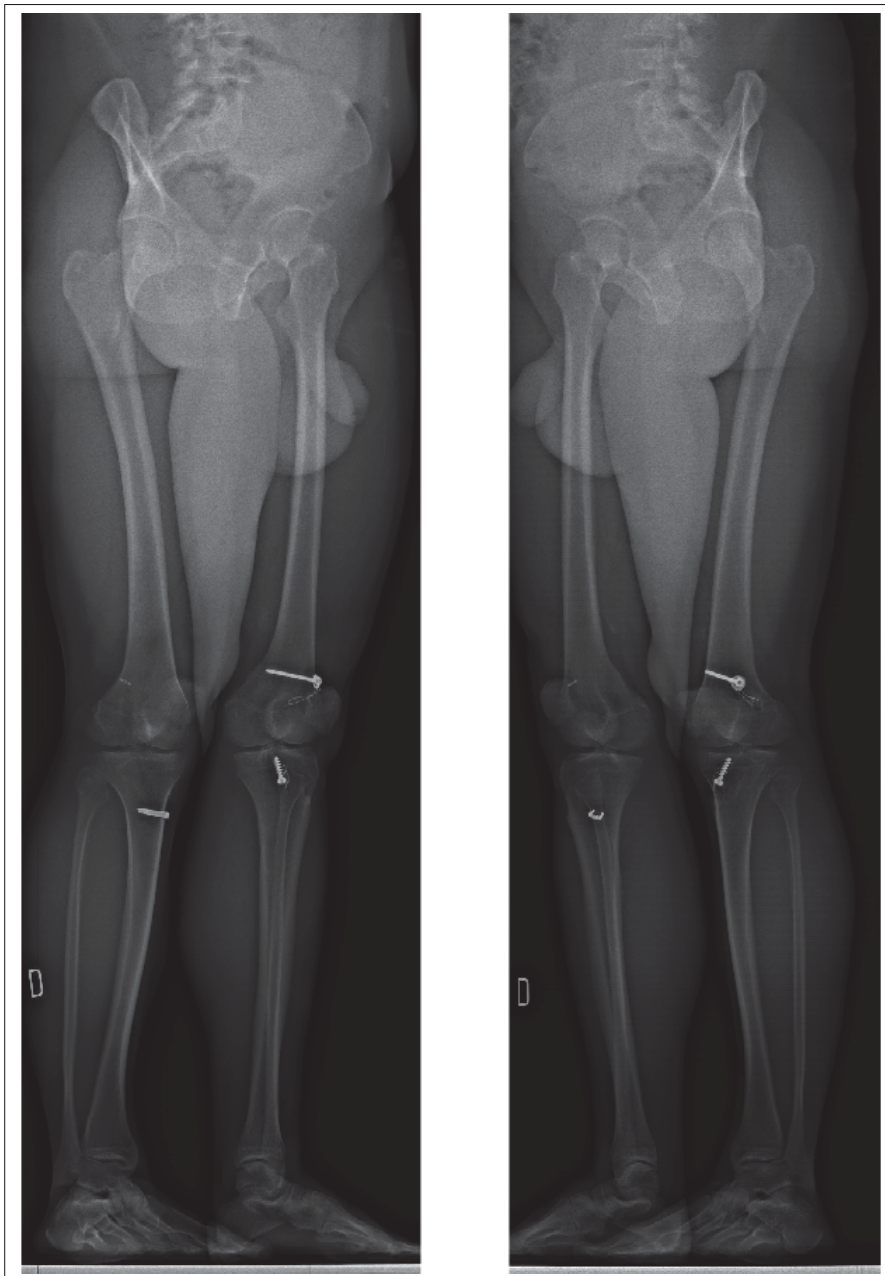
Radiographies EOS prises à 45°
